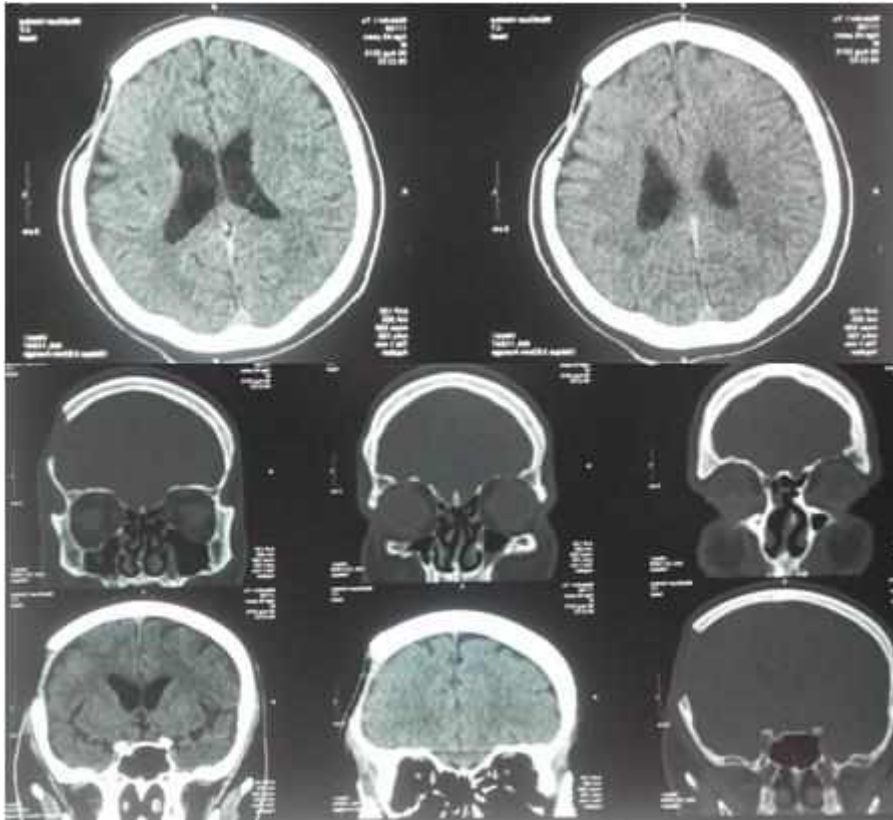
Спостереження №38. КТ хворого М-ін, 42 роки (історія хвороби №1842).
